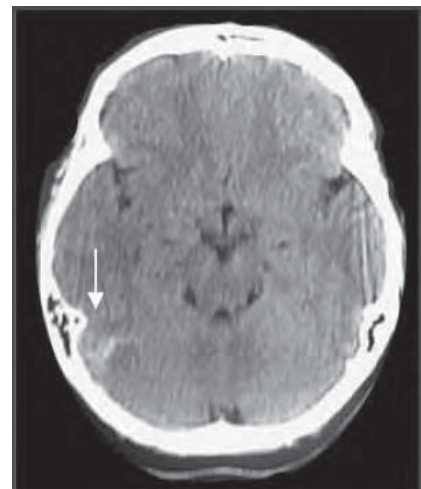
/28.- TAC de cráneo. Hemorragia cerebral.
